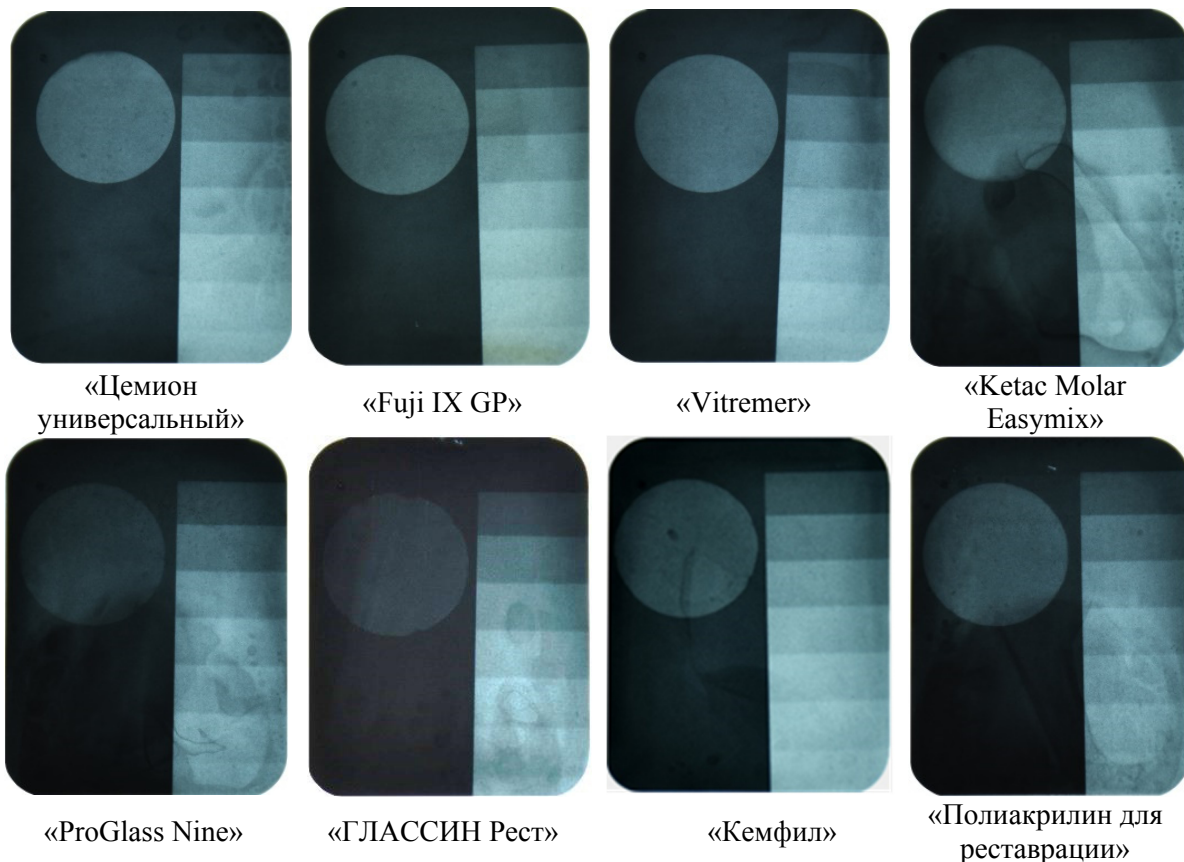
Рентгеновские снимки СИЦ для реставрации зубов
